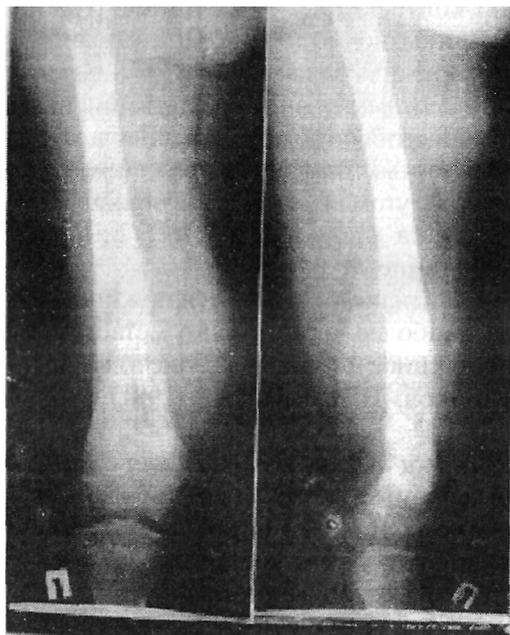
Рентгенограмма правой бедренной кости у ребенка 11 лет, Обширные очаги деструкции различных размеров с участками уплотнения. Периостальная реакция в виде "козырька".
